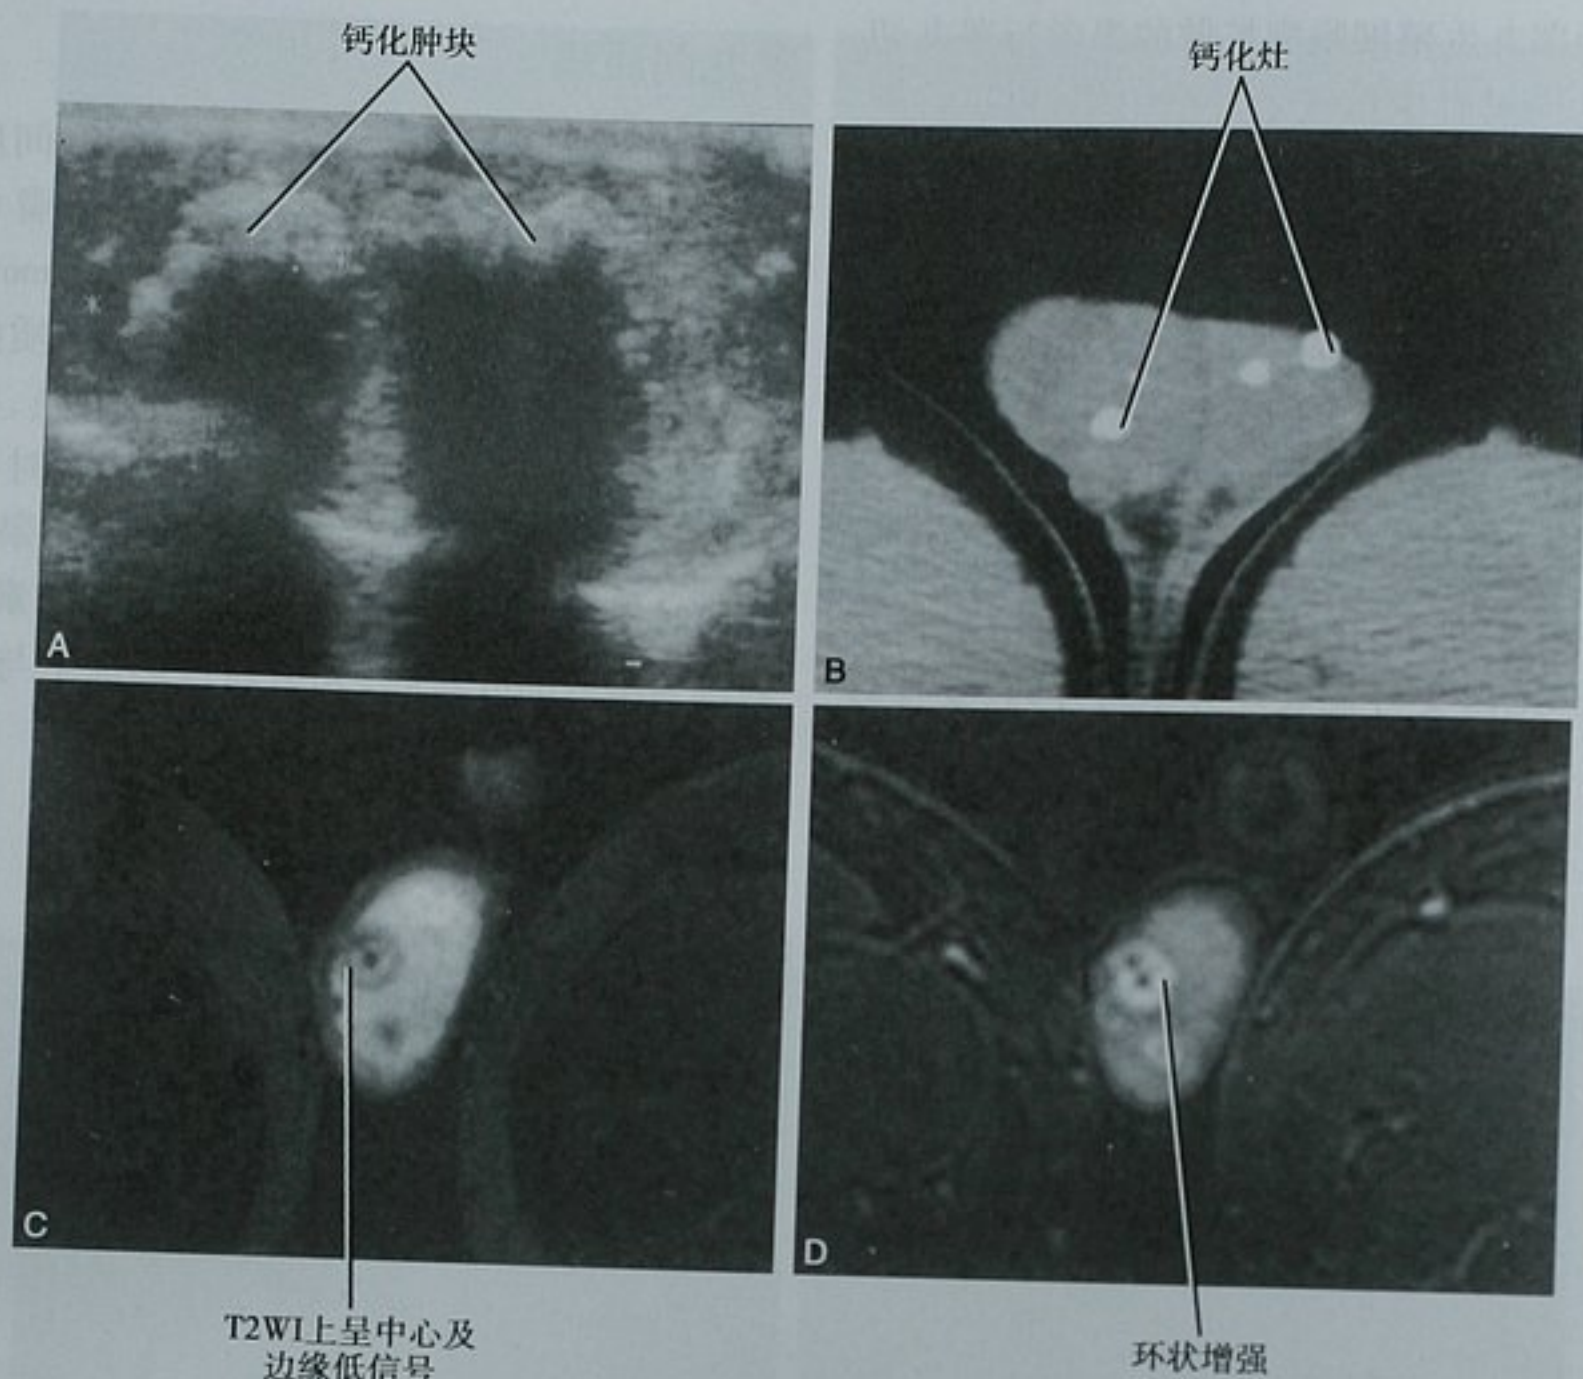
睾丸大细胞钙化性塞尔托利细胞瘤。A. 矢状位超声图像显示睾丸内多发钙化肿块; B. 阴囊的轴位增强 CT 图像显示睾丸内钙化灶; C. T2WI 显示由低信号边缘及中心无信号区(钙化)形成的靶样病灶; D. 注射造影剂后的动态 T1WI 显示钙化灶周围环状增强
